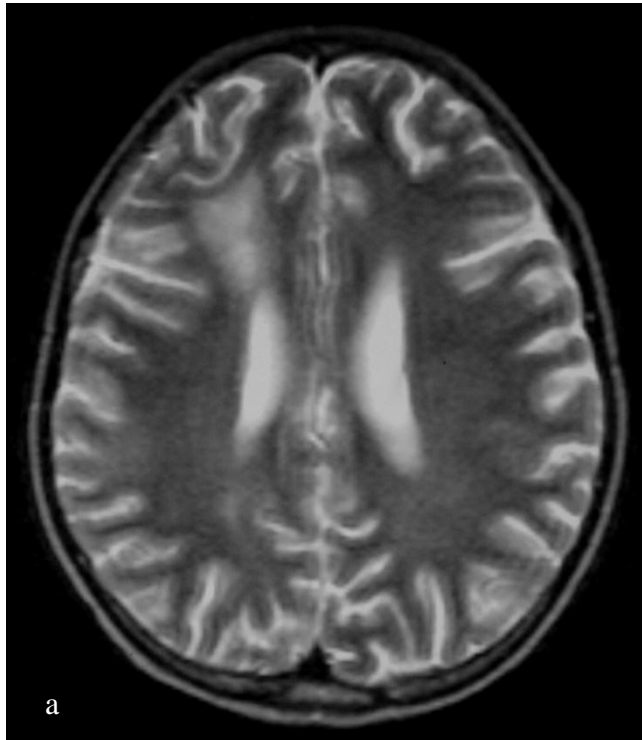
Femenino de 9 años de edad con Leucemia linfoblástica aguda L1 que presenta crisis convulsivas. a y b) Imágenes de RM en cortes axiales en T2 y FLAIR respectivamente, en donde se observa en el lóbulo frontal derecho una imagen hiperintensa en relación a desmielinización.
